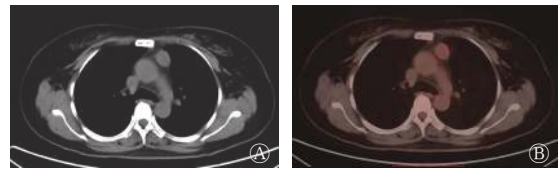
胸腺瘤 AB 型患者(女性, 57 岁)的 <sup>18</sup>F-FDG PET/CT 显像图 图中, A: CT 横断面图, 显示左前纵隔有一长约 3.3 cm 的软组织肿块影, 边界清晰, 密度均匀; B: PET/CT 横断面融合图, 显示肿块对 <sup>18</sup>F-FDG 的代谢轻度增高, SUV<sub>max</sub>=2.99。FDG: 氟脱氧葡萄糖; PET: 正电子发射断层显像术; CT: 计算机体层摄影术; SUV<sub>max</sub>: 最大标准化摄取值
